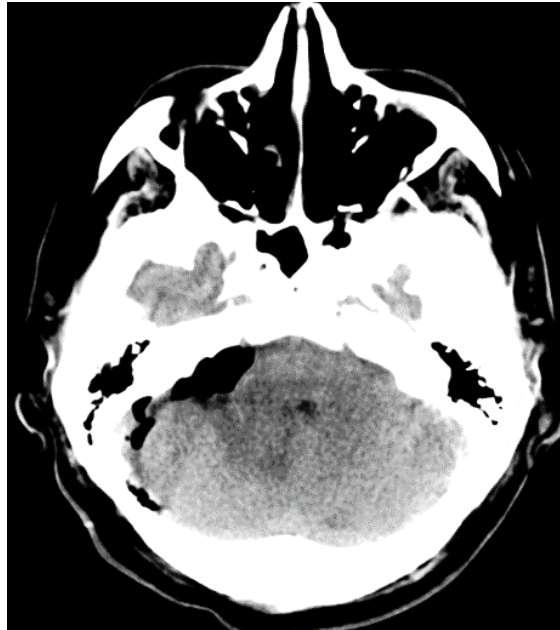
КТ головного мозга, 1-е сутки после операции
